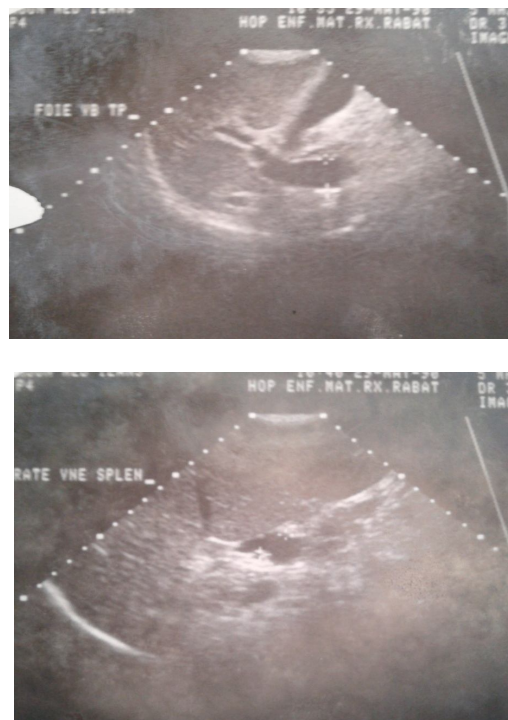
échographie effectuée chez le patient de l'obs.n°11 montrant (en haut) une dilatation importante du TP et (en bas) une SMG avec une VS dilatée.
